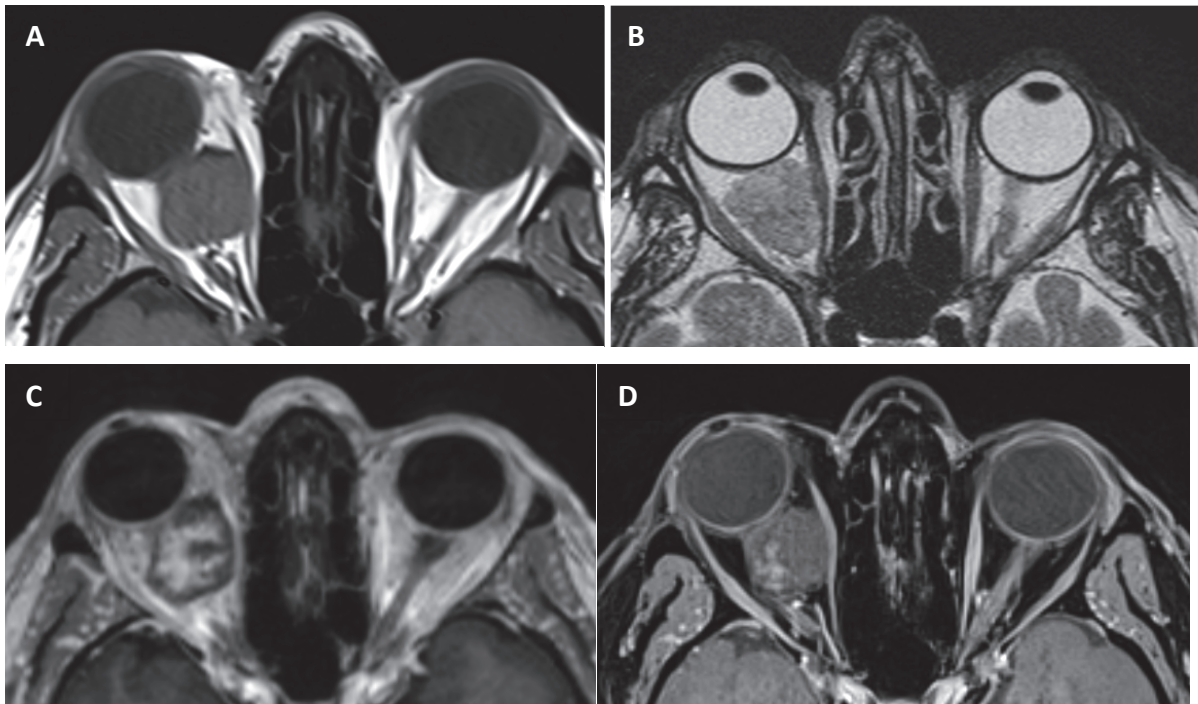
IRM orbitaire, coupe axiale. A. T1. B. T2. C. T1 avec injection. D. T1 avec injection et suppression du signal de la graisse.
